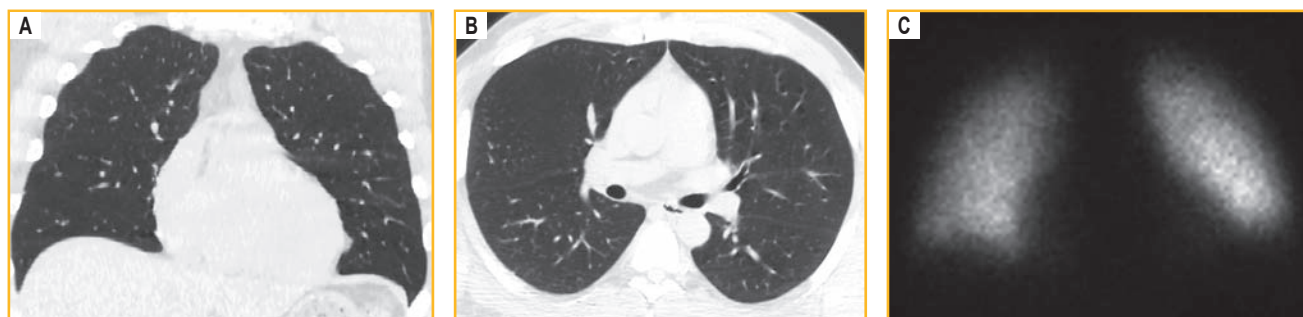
Изменения, выявленные у пациента Е. 44 лет с легким течением COVID-19 через 11 мес. от начала заболевания: А, В – компьютерная томограмма органов грудной клетки. Изменений в легочной паренхиме не выявлено; С – данные однофотонной эмиссионной компьютерной томографии легких. Выявляется диффузно-неравномерное снижение перфузии на протяжении легочных полей с максимальными изменениями кровотока в проекции верхних долей легких
